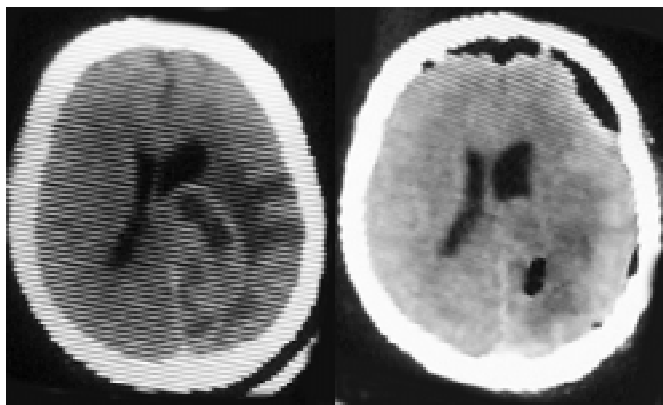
КТ того ж хворого: зліва — до операції; справа — після операції
